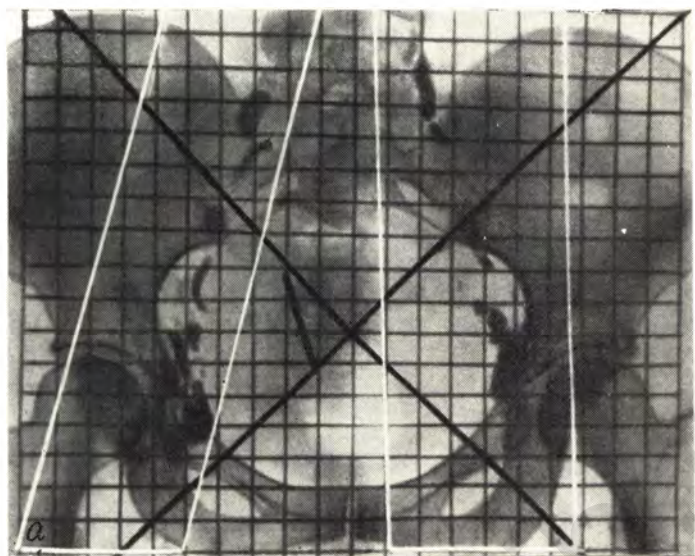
Рентгеновская центрация для лучевой терапии.
